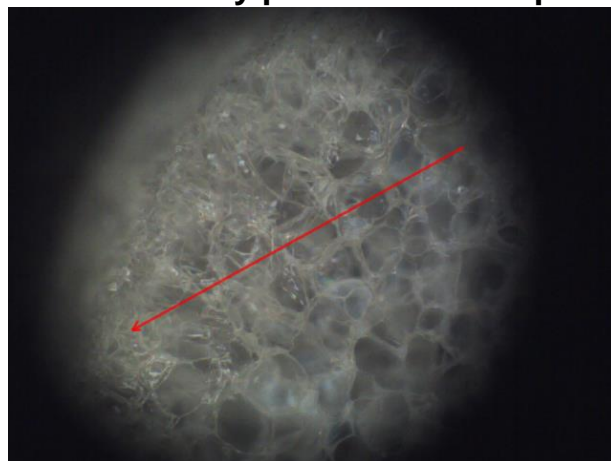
Tomografía OCT del andamio de gelatina-ácido hialurónico con microesferas de quitosán, se muestra el área donde se realizó el corte para la tomografía (Flecha roja)
